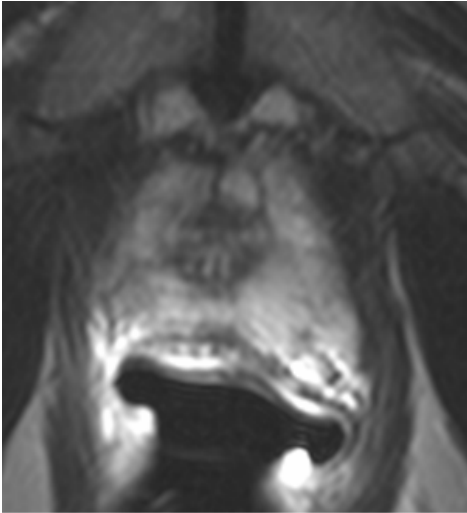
Axiales T2-gewichtetes MRT-Bild der Prostata: Apex.
